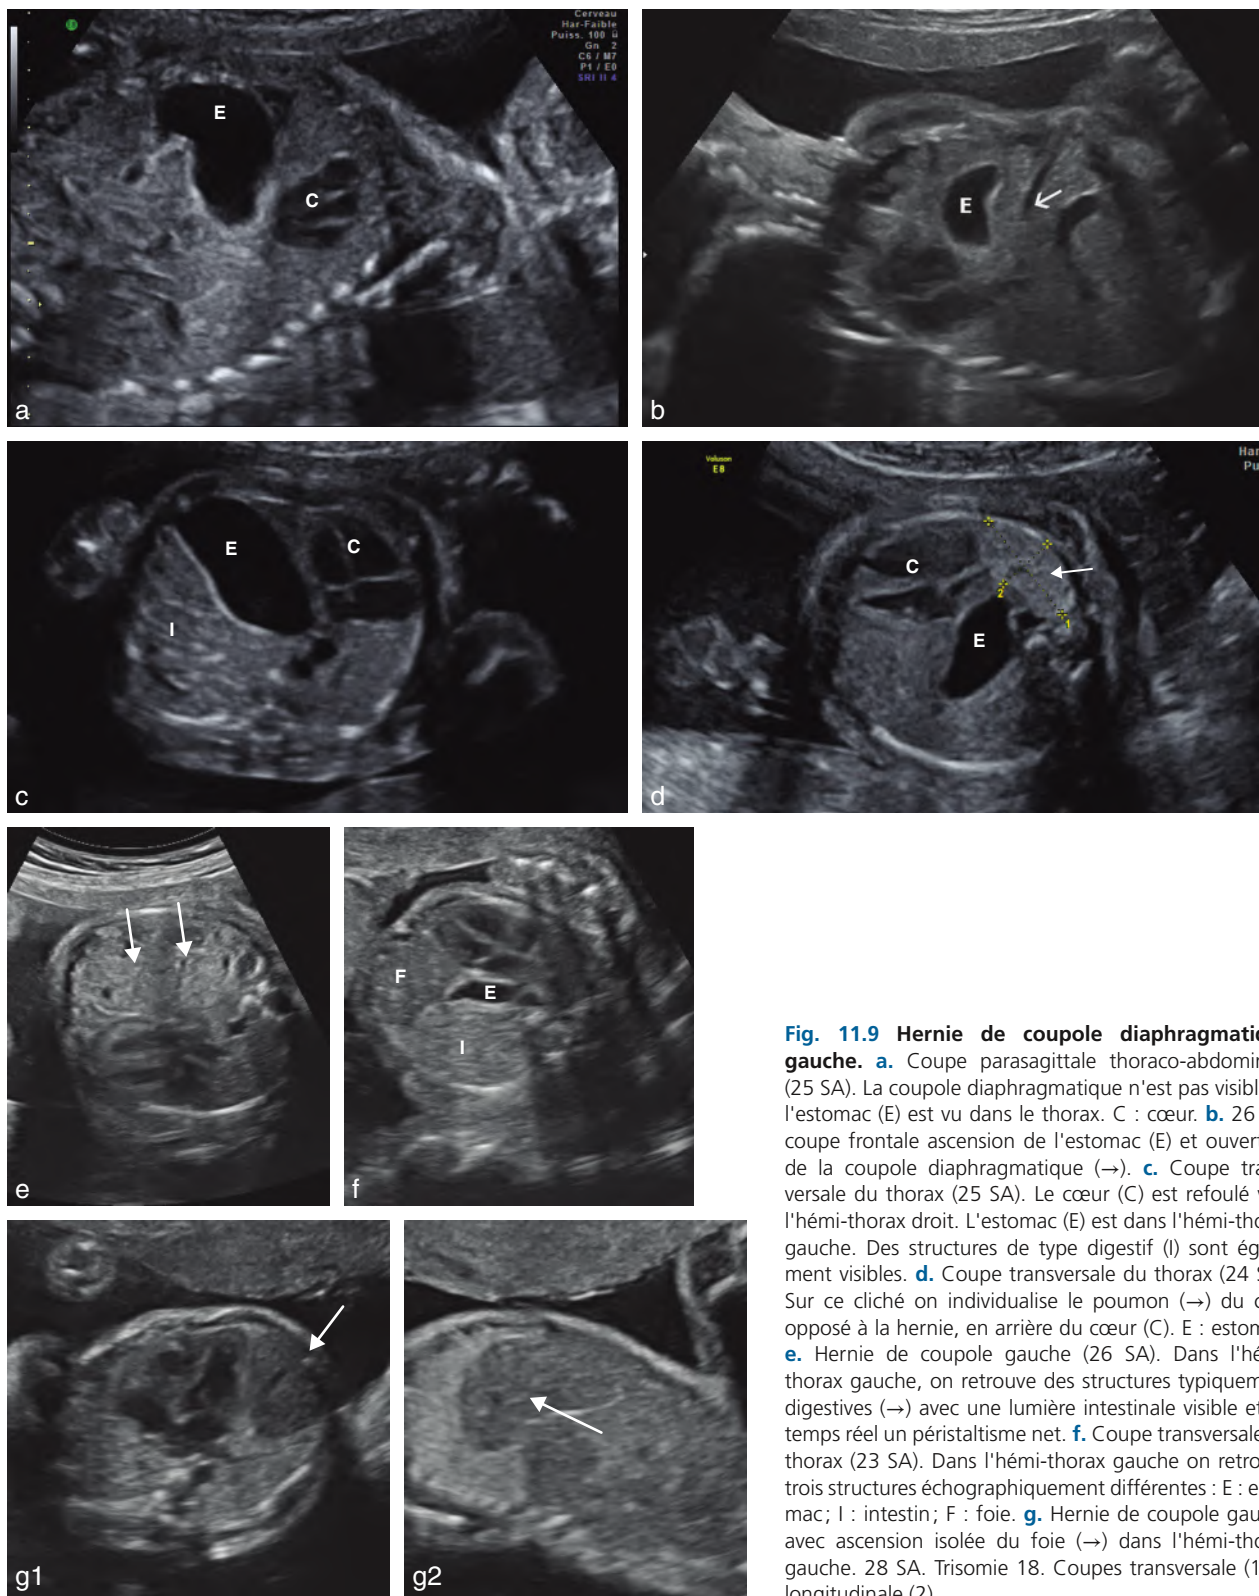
Hernie de coupole diaphragmatique gauche. a. Coupe parasagittale thoraco-abdominale (25 SA). La coupole diaphragmatique n'est pas visible et l'estomac (E) est vu dans le thorax. C : cœur. b. 26 SA, coupe frontale ascension de l'estomac (E) et ouverture de la coupole diaphragmatique (→). c. Coupe transversale du thorax (25 SA). Le cœur (C) est refoulé vers l'hémi-thorax droit. L'estomac (E) est dans l'hémi-thorax gauche. Des structures de type digestif (I) sont également visibles. d. Coupe transversale du thorax (24 SA). Sur ce cliché on individualise le poumon (→) du côté opposé à la hernie, en arrière du cœur (C). E : estomac. e. Hernie de coupole gauche (26 SA). Dans l'hémi-thorax gauche, on retrouve des structures typiquement digestives (→) avec une lumière intestinale visible et en temps réel un péristaltisme net. f. Coupe transversale du thorax (23 SA). Dans l'hémi-thorax gauche on retrouve trois structures échographiquement différentes : E : estomac ; I : intestin ; F : foie. g. Hernie de coupole gauche avec ascension isolée du foie (→) dans l'hémi-thorax gauche. 28 SA. Trisomie 18. Coupes transversale (1) et longitudinale (2).
